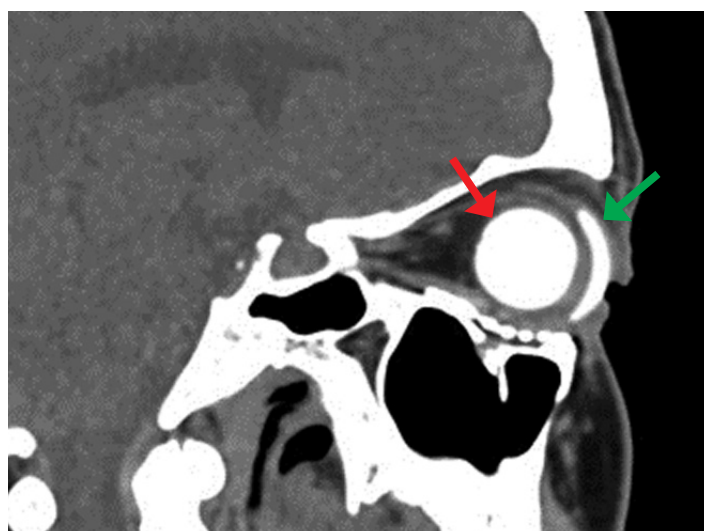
МСКТ орбиты, аксиальный срез, режим мягкотканной реконструкции. Состояние после эндопротезирования правого глазного яблока после эвисцерации. В переднем отделе правой орбиты визуализируется центрально расположенный эндопротез (красная стрелка), округлой формы, однородной структуры, диаметром 20 мм, средней плотностью +372 HU, дополнительных включений в области протеза не выявлено, в передней части визуализируется капсула эндопротеза с чёткими ровными контурами. К передней поверхности эндопротеза прилежит наружный косметический протез (зелёная стрелка). Нижняя стенка правой орбиты протезирована сетчатым имплантатом, без признаков костно-деструктивных изменений
